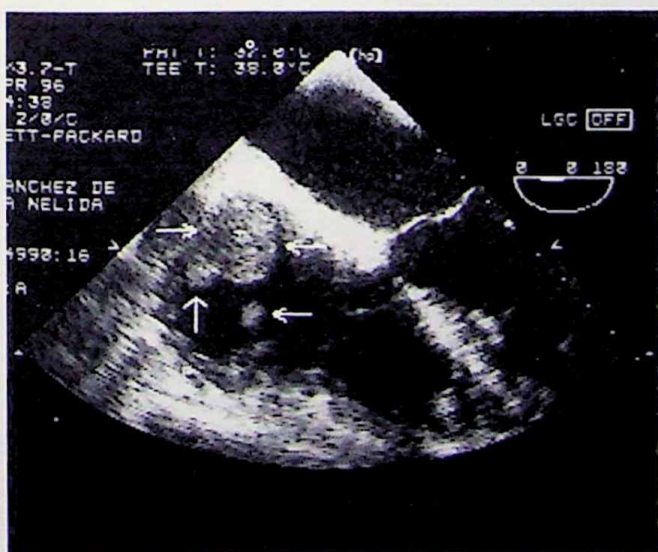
Imagen del ecocardiograma transesofágico previo a tratamiento quimioterápico. Corte que muestra mayor compromiso en aurícula derecha (tres masas tumorales señaladas con flechas blancas).
